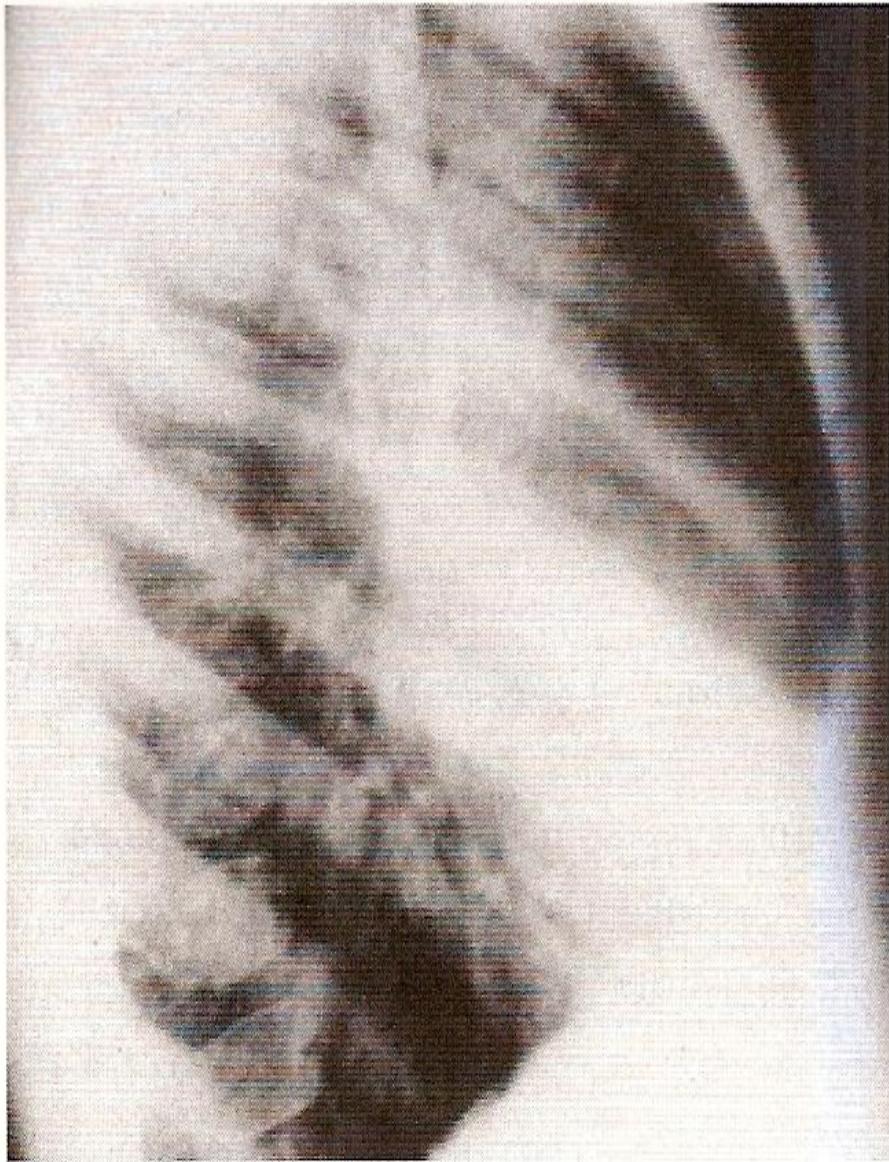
Chest radiograph showing patchy consolidation and collapse of the right middle lobe in whooping cough. (Courtesy of JA Innes.)
